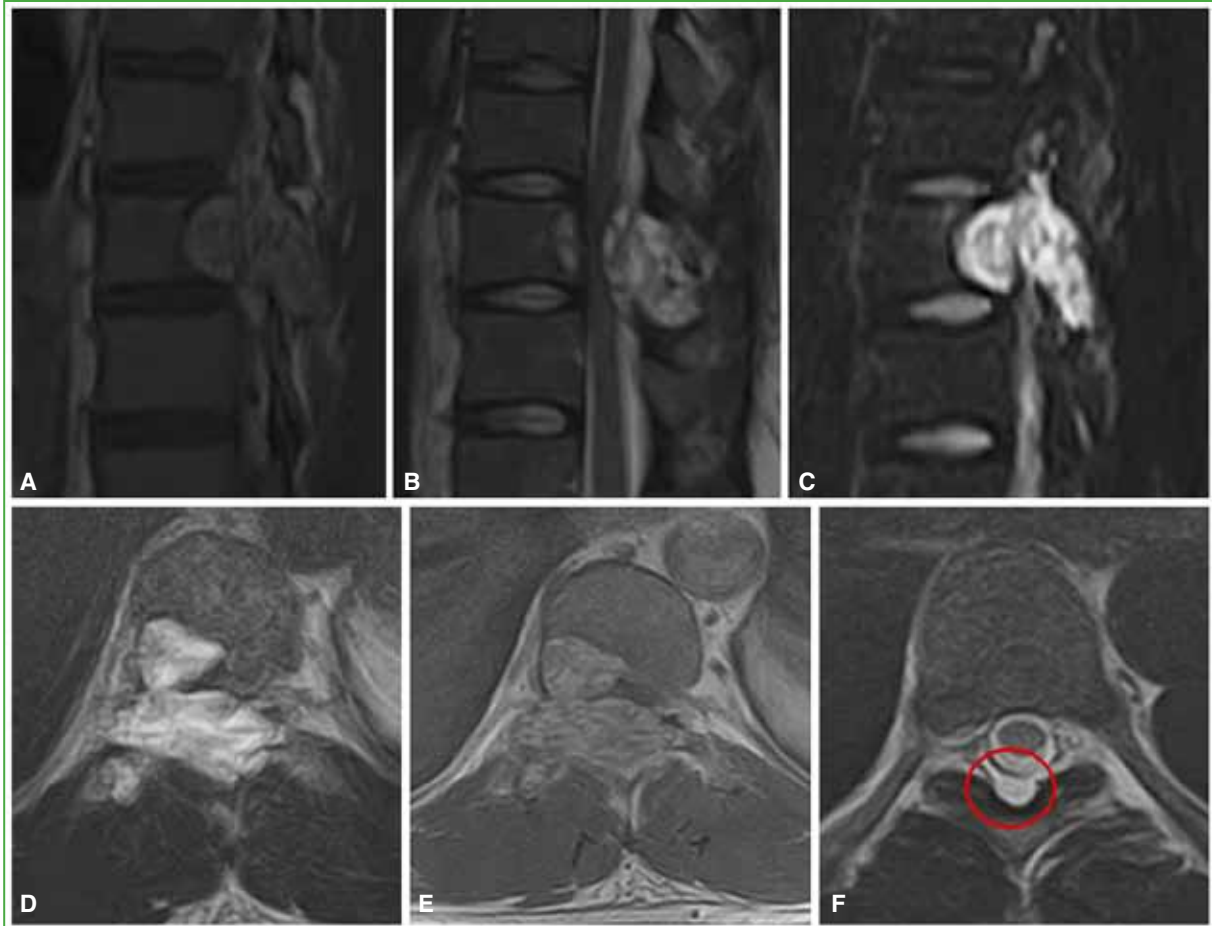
Resonancia magnética de columna torácica. A. Corte sagital, secuencia T1. B. Corte sagital, secuencia T2. C. Corte sagital, secuencia STIR. D. Corte axial, secuencia T2. E. Corte axial, con contraste. Lesión expansiva de intensidad de señal líquida (hiperintensa en secuencias T2 y STIR e hipointensa en secuencia T1), con tabiques en su interior. Estenosis completa del canal medular sin pasaje de líquido cefalorraquídeo. F. Manguito tumoral peridural.
